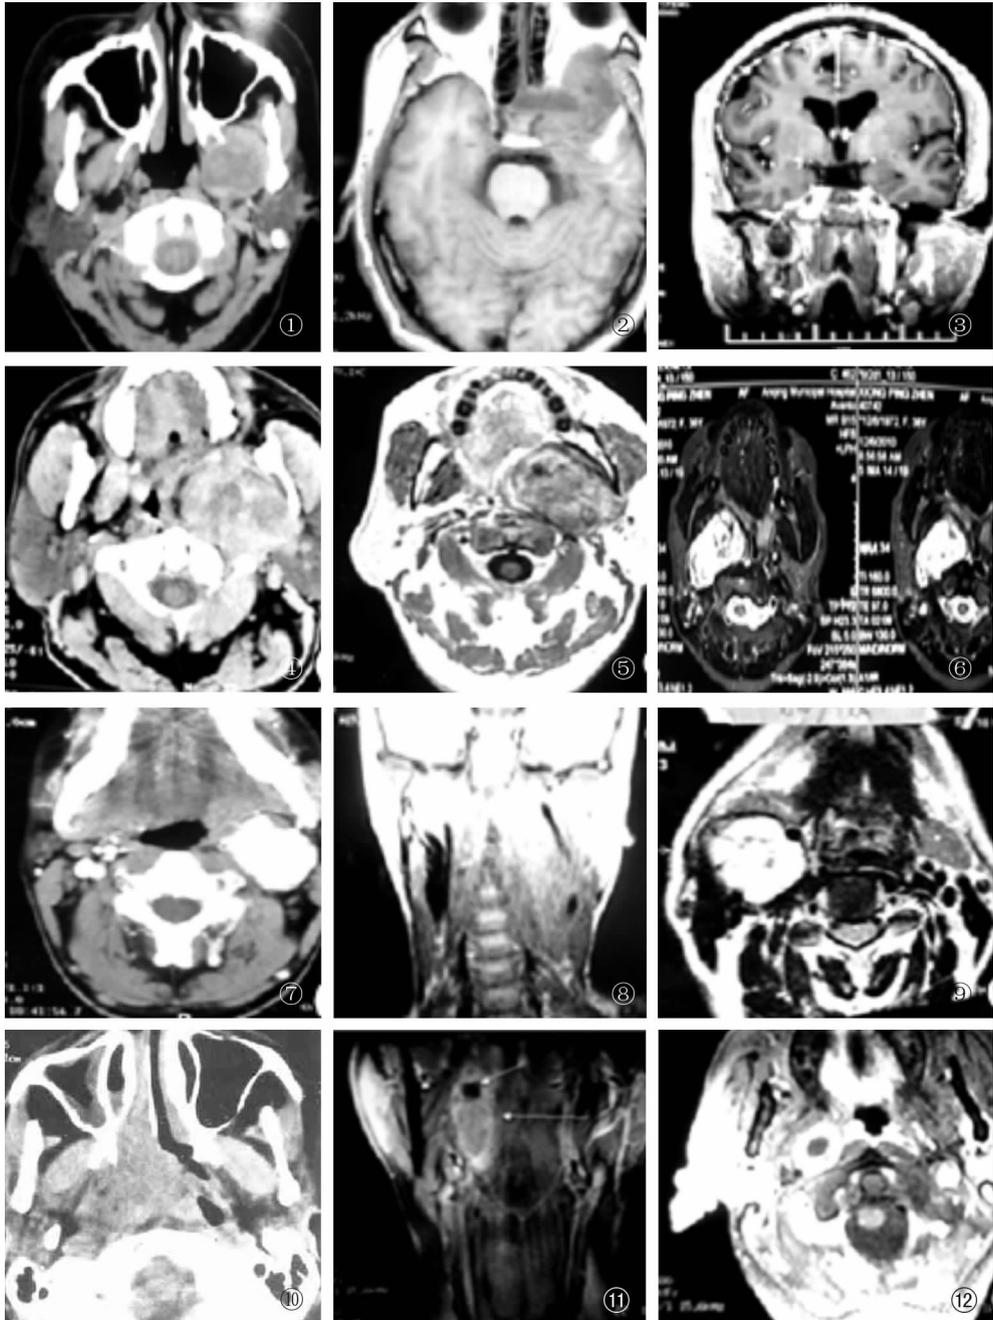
神经鞘瘤 CT 平扫片 图 2 神经鞘瘤 MRI(T1W1) 图 3 神经鞘瘤 T1W1 增强 图 4 涎腺混合瘤 CT 平扫
